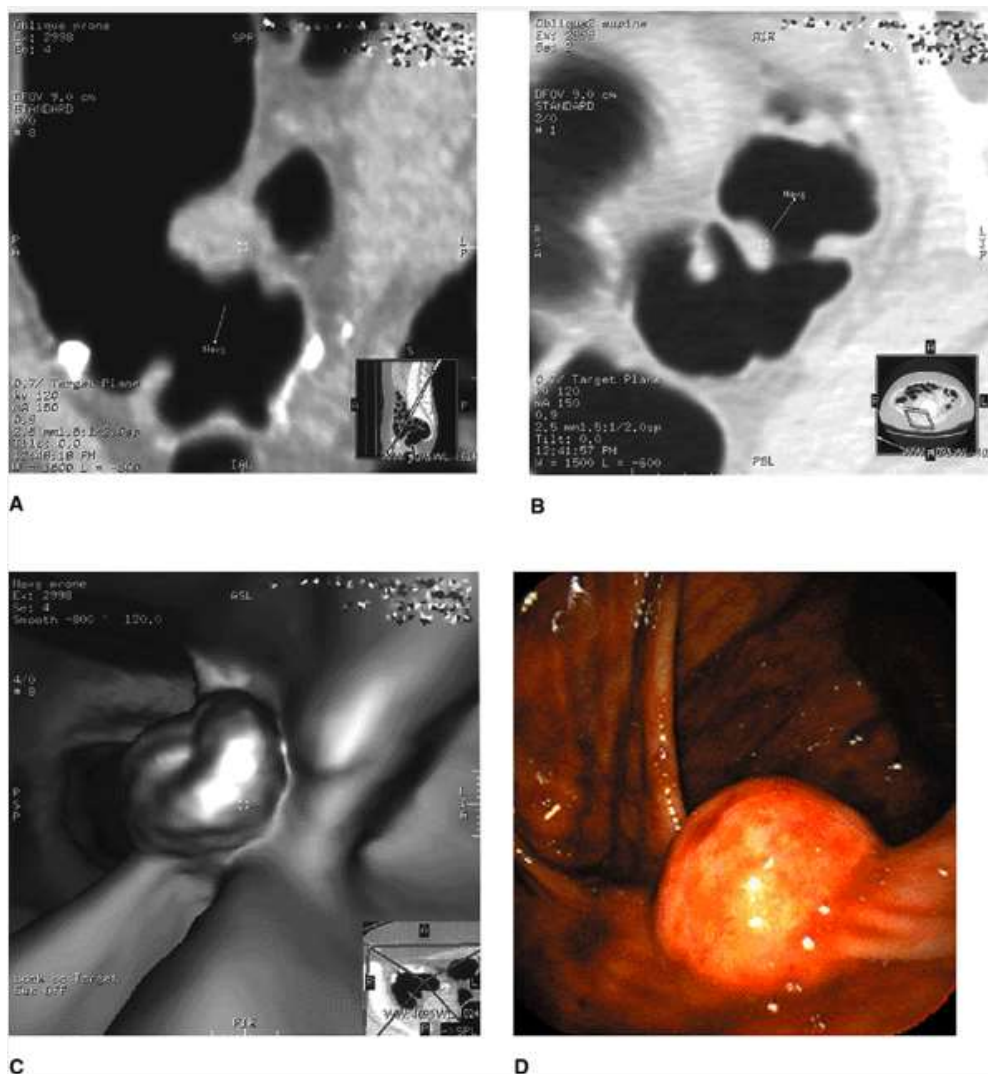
Válvula ileocecal con un tumor asociado. (a) Identificación axial en dos dimensiones por tomografía computada, imagen sagital. (b) Identificación axial en dos dimensiones por tomografía computada, imagen coronal. (c) Lesión identificada en una imagen tridimensional de colonoscopia virtual. (d) Como se muestra en la colonoscopia realizada para biopsia.
